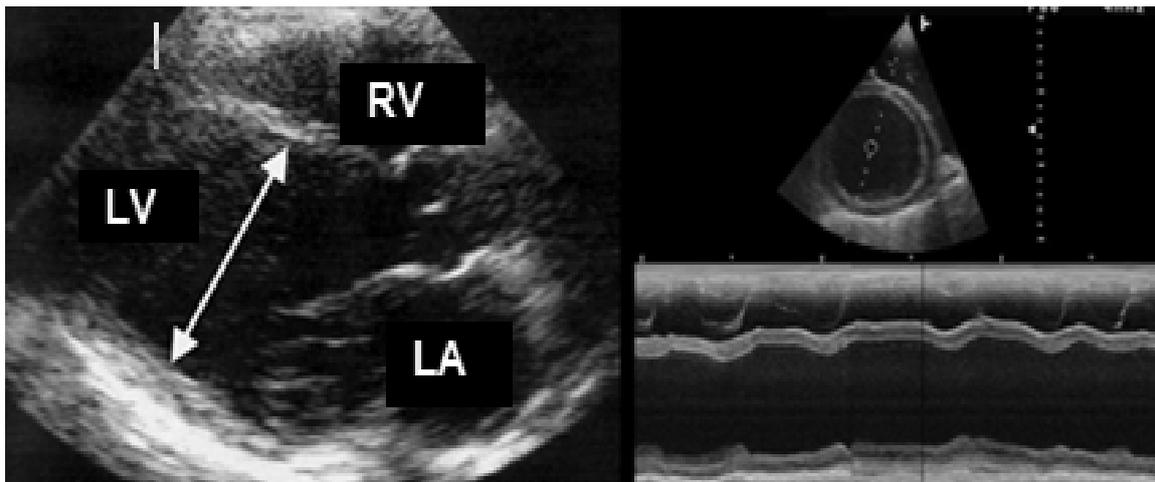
Echocardiographie 2D en mode M. Cardiomyopathie dilatée
